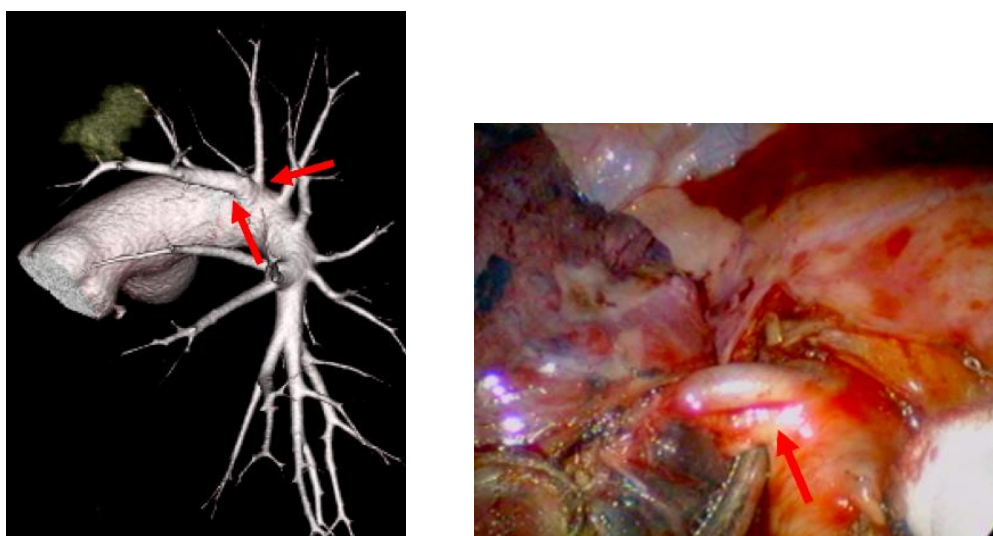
3D-CT 画像と術中所見の比較(左上葉)
